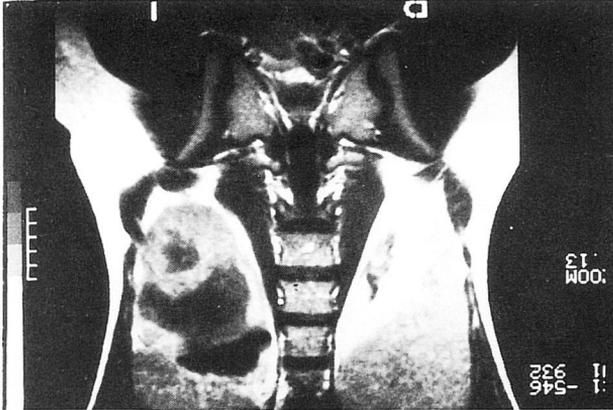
RMN. royección coronal
